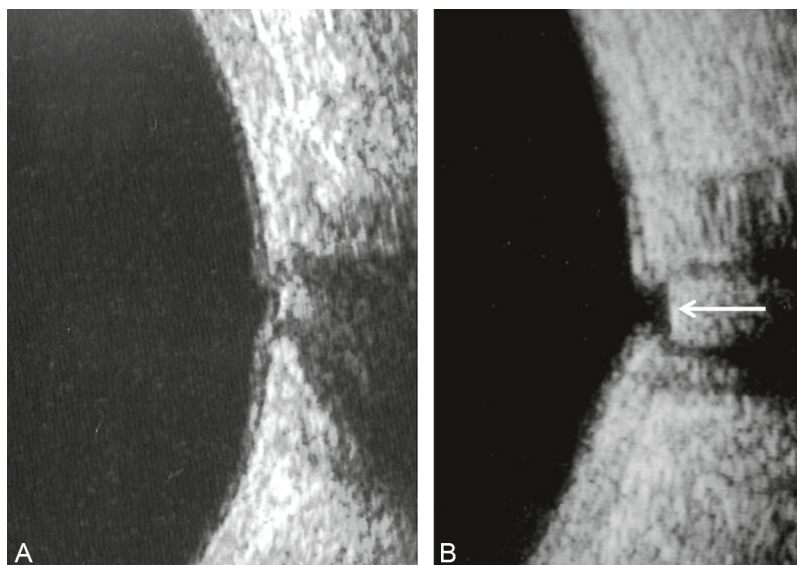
Échographie de la papille.
